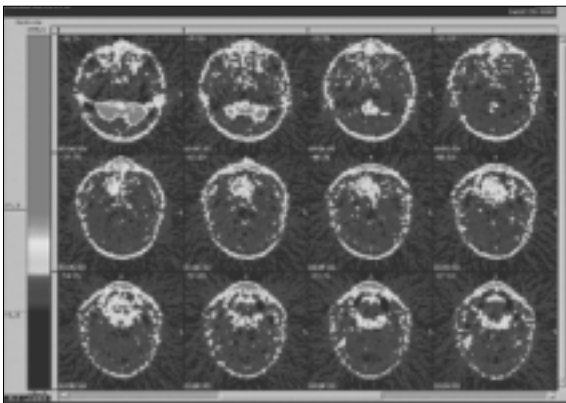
Case of early detection in initial diagnosis. The whole body FDG-PET scan shows high FDG uptake in right palate. This area was found a adenoid cystic carcinoma with excisional biopsy.
